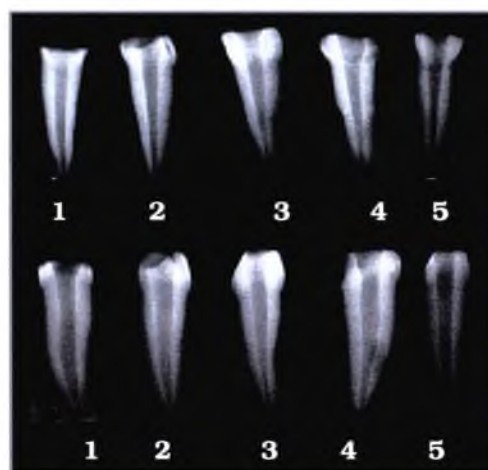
Radiografia demonstrativa do canal cirúrgico, após a instrumentação com a lima # 40 (dentes anteriores)
